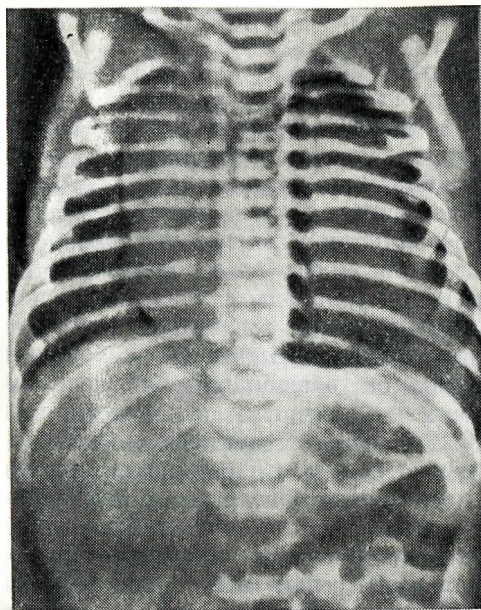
18. Рентгенограмма грудной клетки новорожденного с пневмотораксом.
